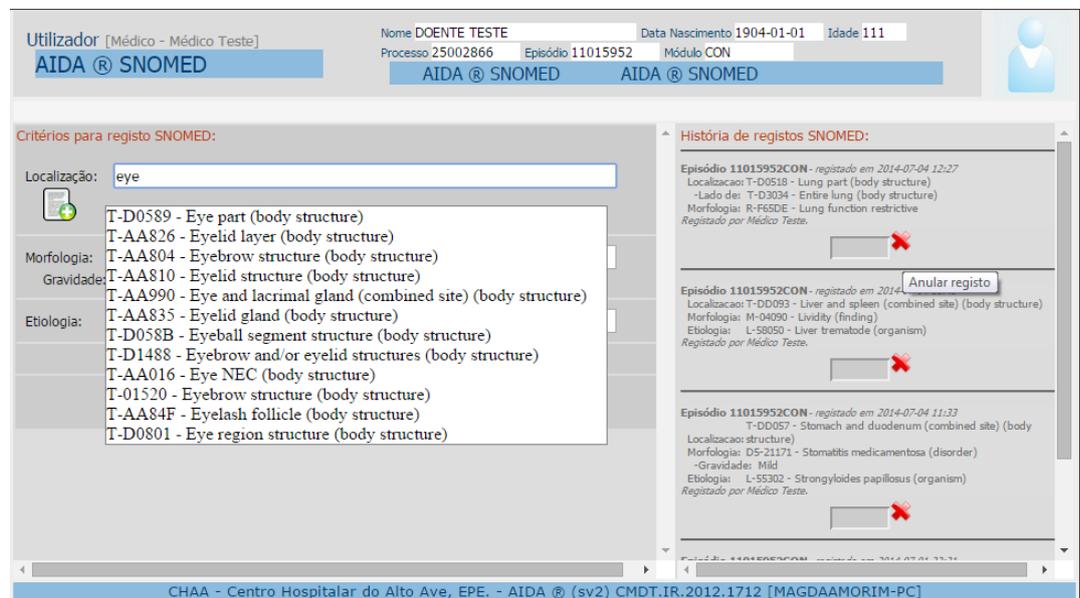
Página Web de Classificação SNOMED CT.
